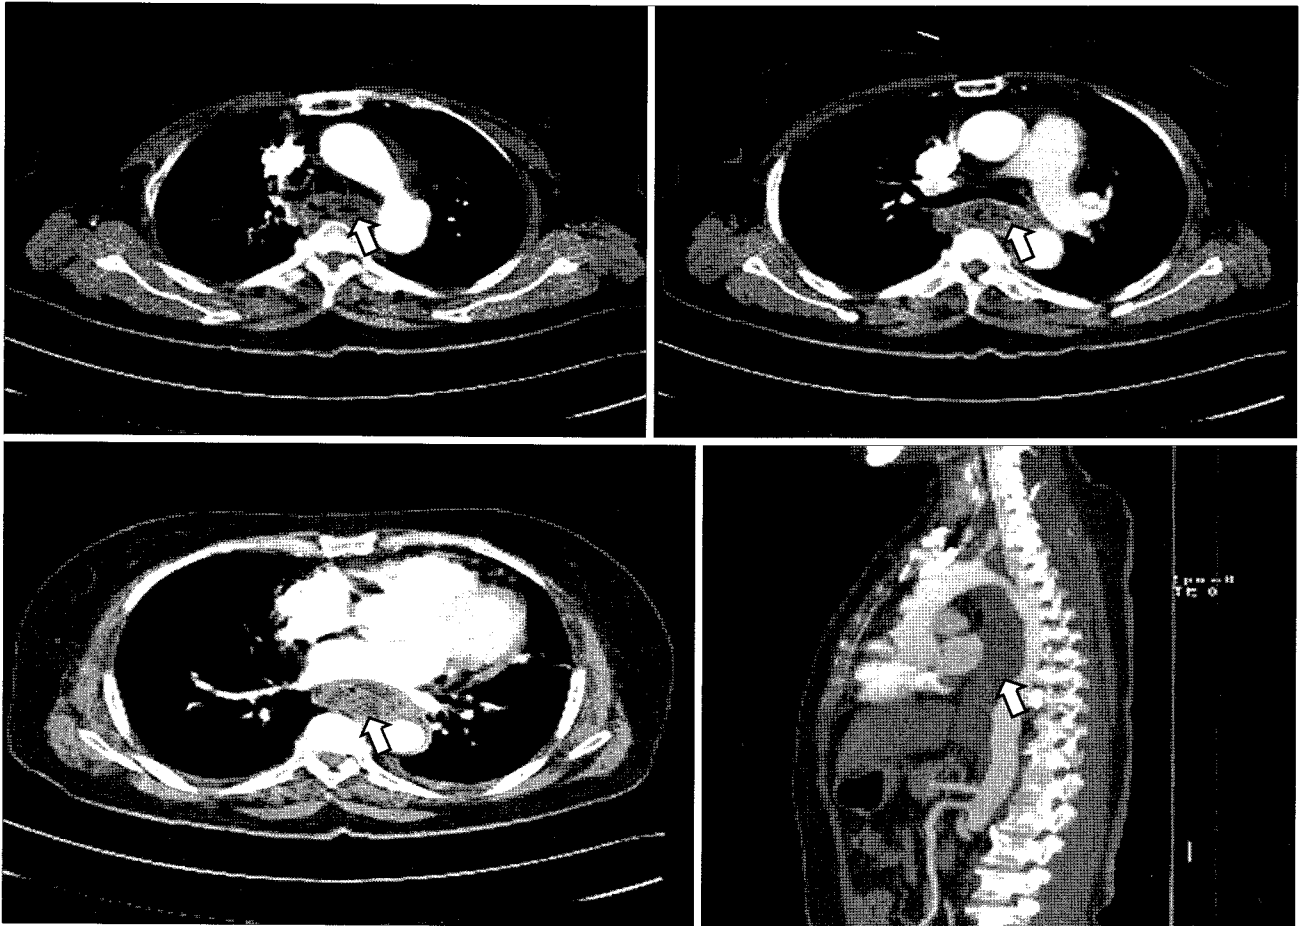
Contrast-enhanced CT (Axial and lateral view) reveals the hyperdense concentric hematoma involving the entire esophagus with a centrally encased esophageal lumen (arrow).
